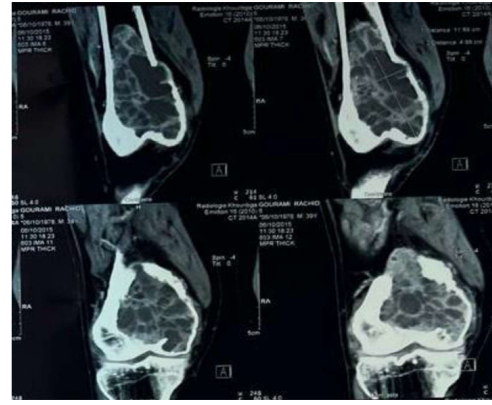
TDM d'une TCG du fémur distale
